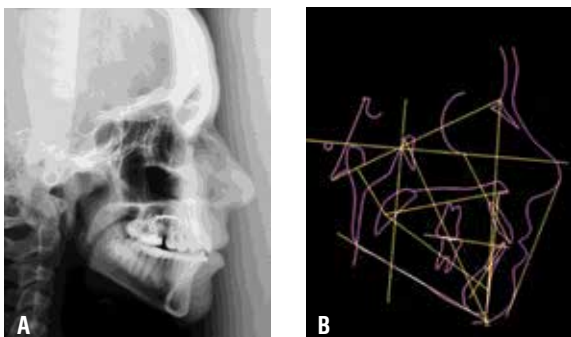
(A-B) – A) Telerradiografia intermediária em norma lateral e B) traçado cefalométrico.
